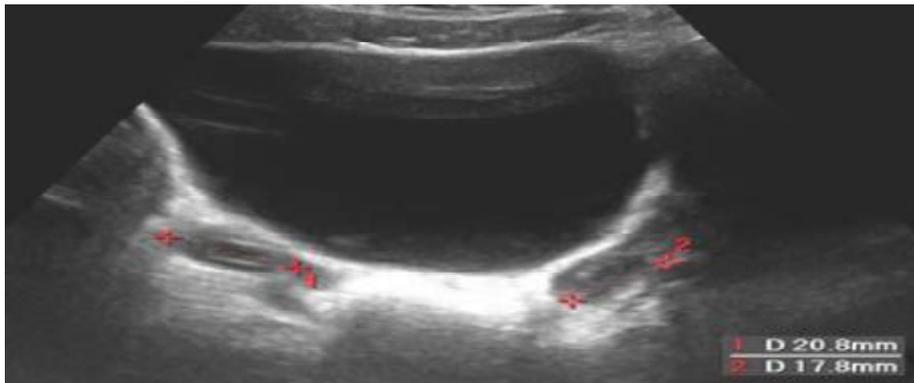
Image échographique des deux ovaires en prépuberté
